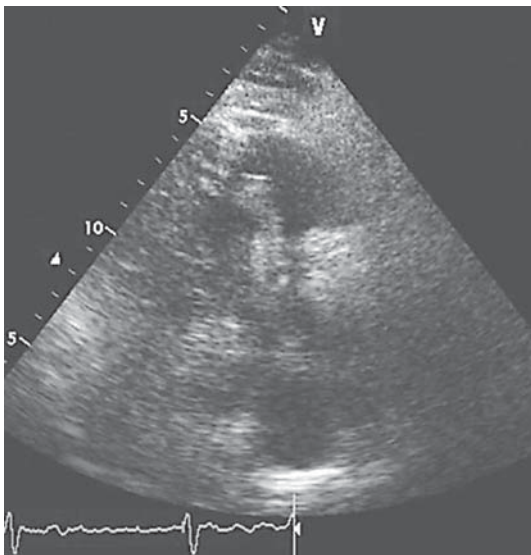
При эхокардиографическом исследовании из парастернального доступа по короткой оси с акцентом на правые отделы в правом предсердии визуализируется дополнительное высокоподвижное эхопозитивное образование размерами до 7,4 x 1,4 см – тромбозембол лентовидной формы, с прикреплением в области основания правого предсердия.
